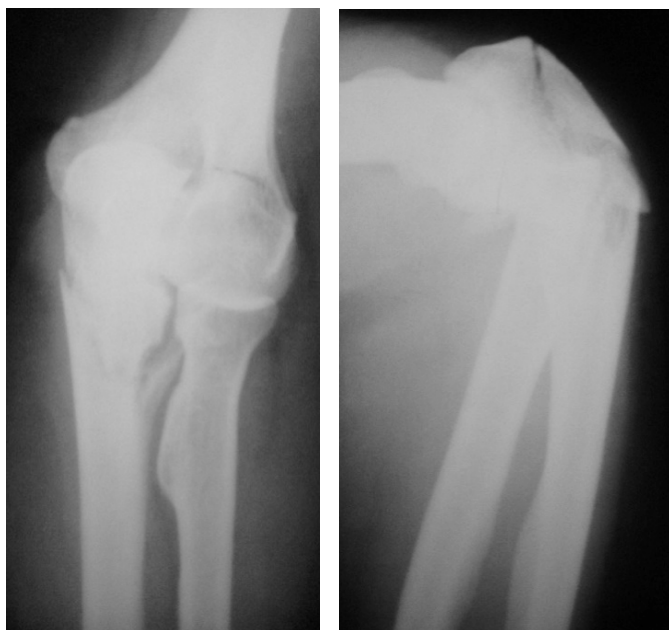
Пациентка К., рентгенограммы при поступлении
